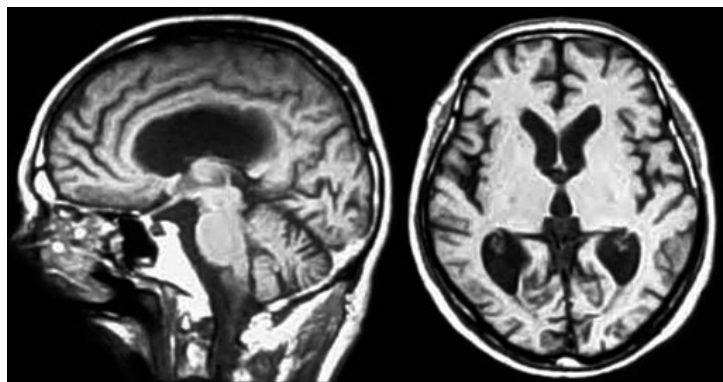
症例1の頭部MRI. 局所的な信号変化は認められず、全体的な脳萎縮を示す。
